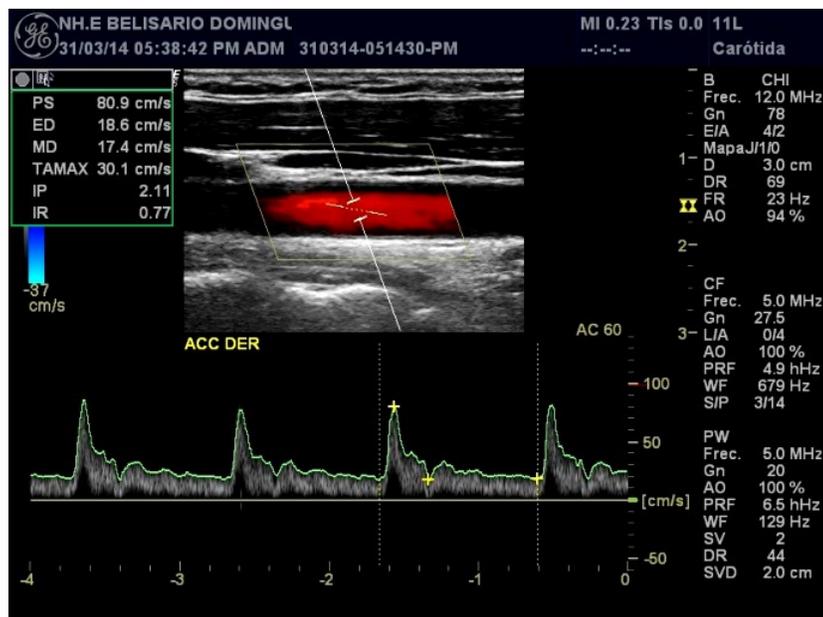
Imagen de ultrasonido realizada con transductor lineal, en modo Doppler color y espectral, en situación de arteria carótida común derecha, no se observan alteraciones.
